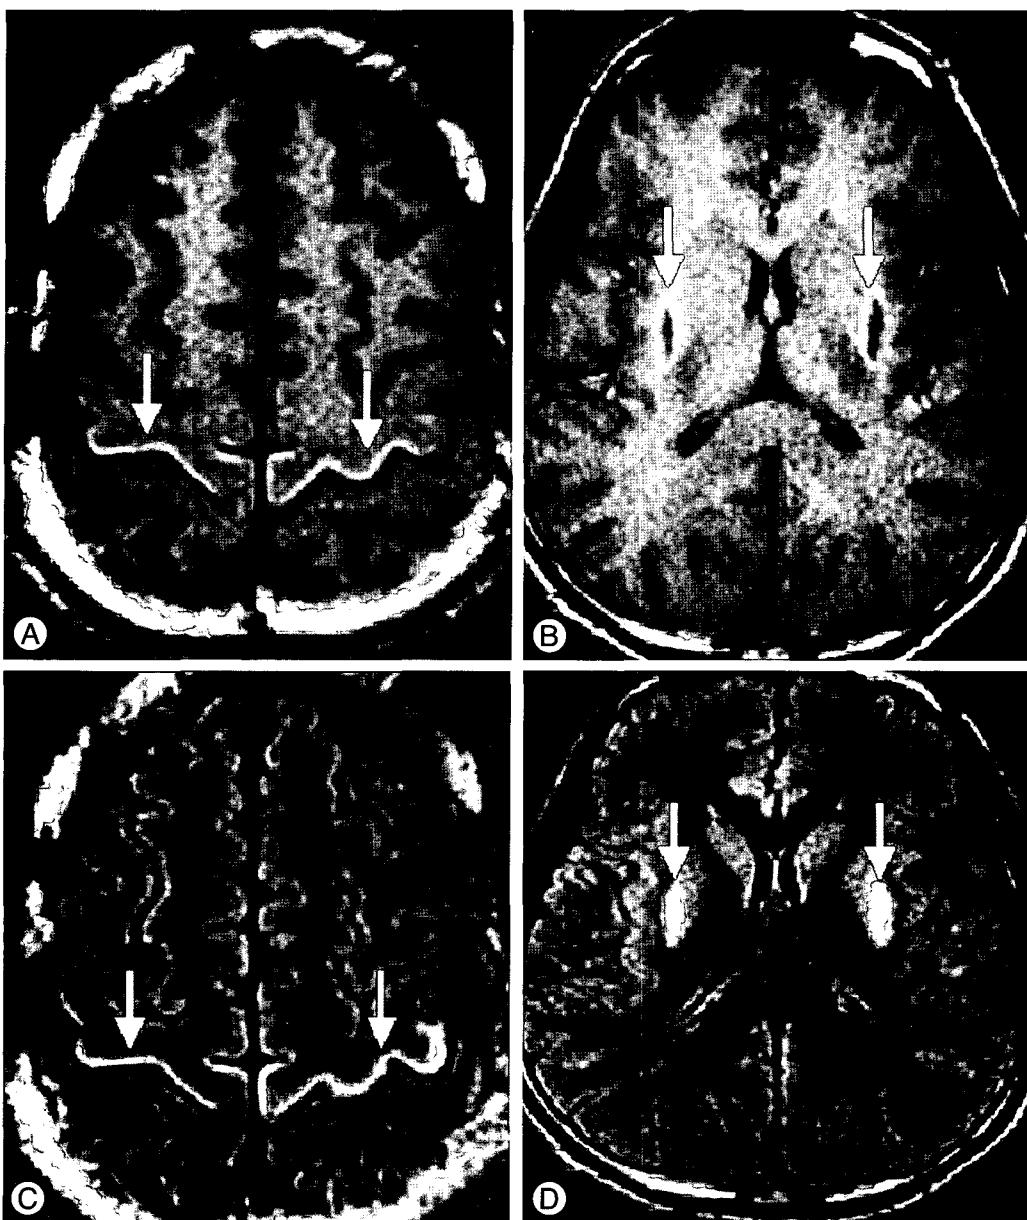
Follow-up MR images of case 1 obtained one month later. (A) and (B) Non-enhanced axial T1-weighted (TR/TE, 525/20 ms) image at the level of motor cortex and basal ganglia. Increased signal intensity is seen along the motor cortex and periphery of the lesion in putamen. The signal change suggests pseudolaminar necrosis in the motor cortex. Central portion of putamen shows low signal, which suggests necrosis (arrows). (C) and (D) Axial fluid-attenuated inversion recovery (TR/TE, 10000/160 ms) image at the level of motor cortex and basal ganglia. Increased signal intensity is seen in the motor cortex and basal ganglia. The extent of the lesion is similar to the extent, which was depicted on enhanced T1-weighted images (arrows)
